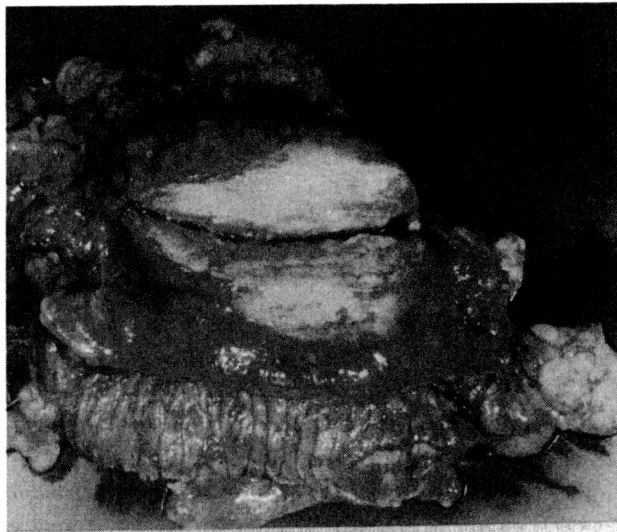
(a) Abdominal CT revealed a nonhomogeneous enhanced tumor in the left lower abdominal quadrant. (b) The tumor was adherent to the transverse colon with edema.
